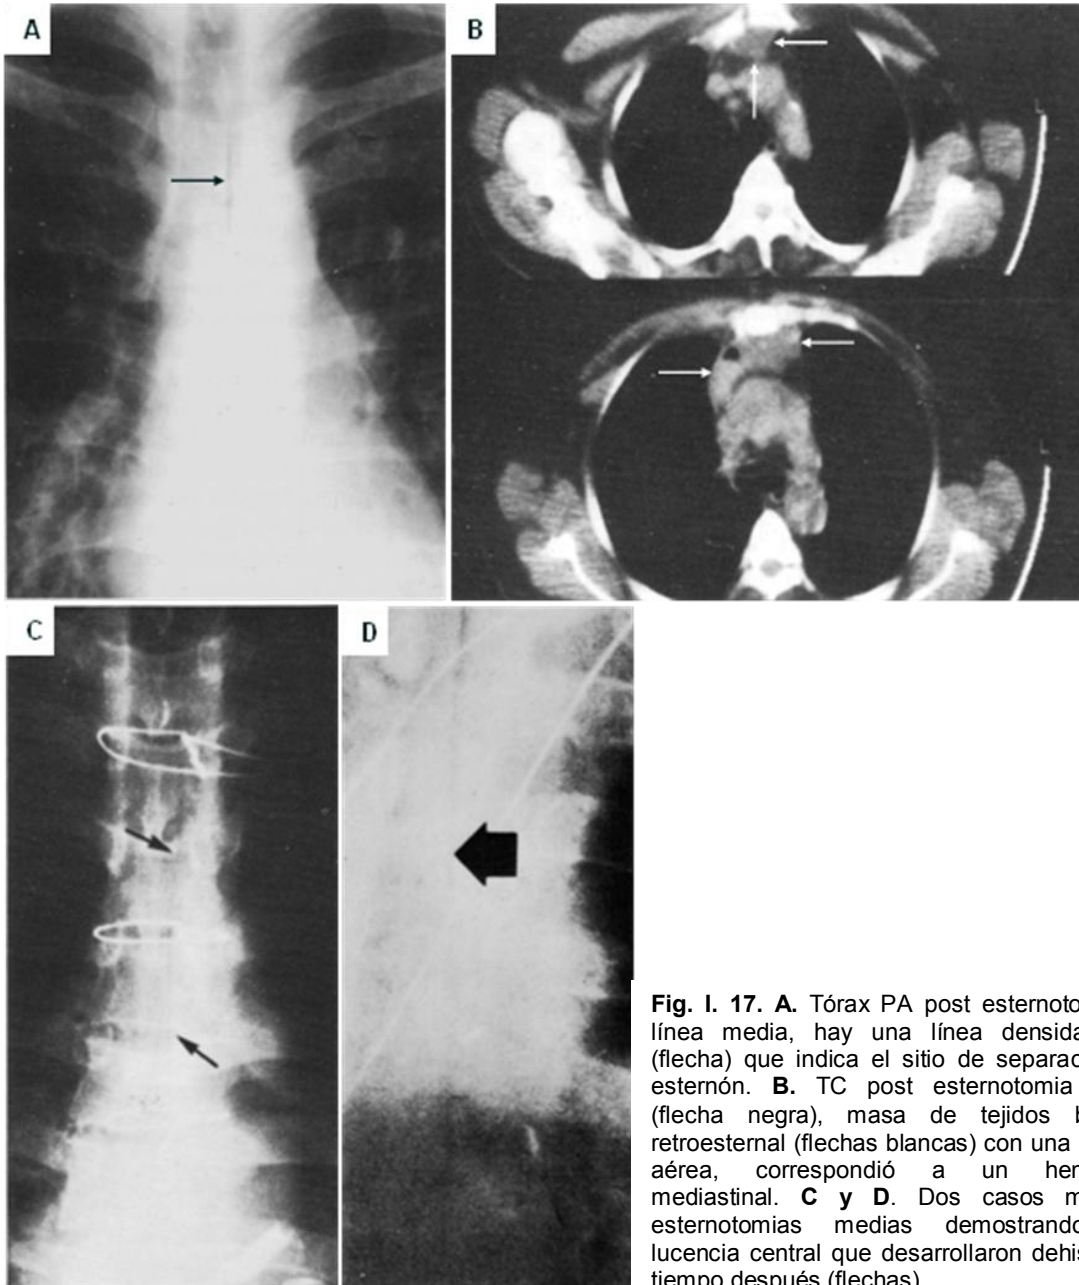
17. A. Tórax PA post esternotomía en línea media, hay una línea densidad aire (flecha) que indica el sitio de separación del esternón. B. TC post esternotomía media (flecha negra), masa de tejidos blandos retroesternal (flechas blancas) con una burbuja aérea, correspondió a un hematoma mediastinal. C y D. Dos casos mas de esternotomías medias demostrando una lucencia central que desarrollaron dehiscencia tiempo después (flechas).
